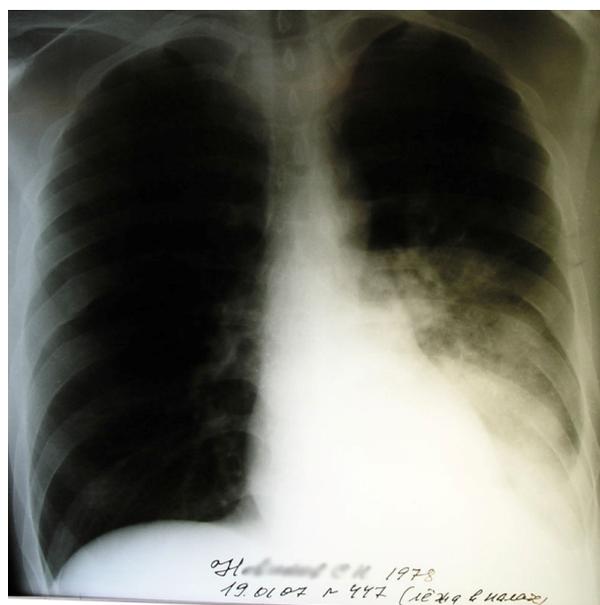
Повторная рентгенография от 19.01.
